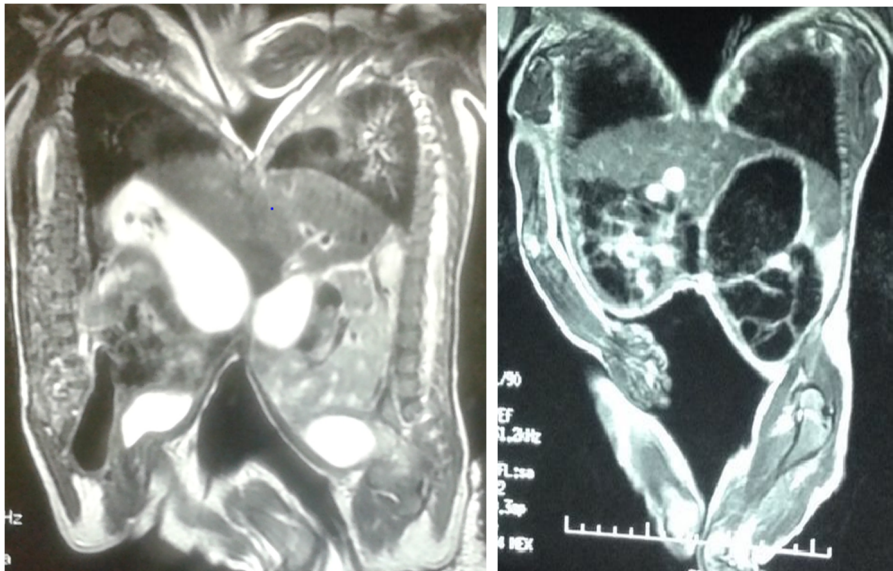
IRM montrant la fusion entre les deux foies.
